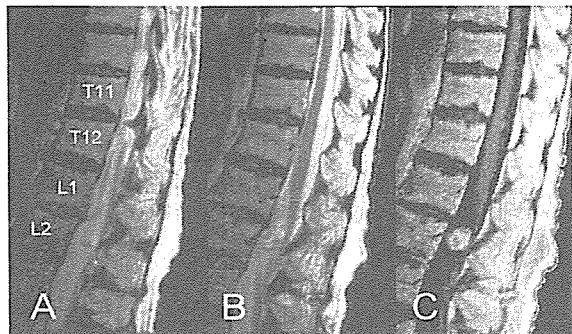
脊髄MRI(T2強調画像、造影T1強調画像)
